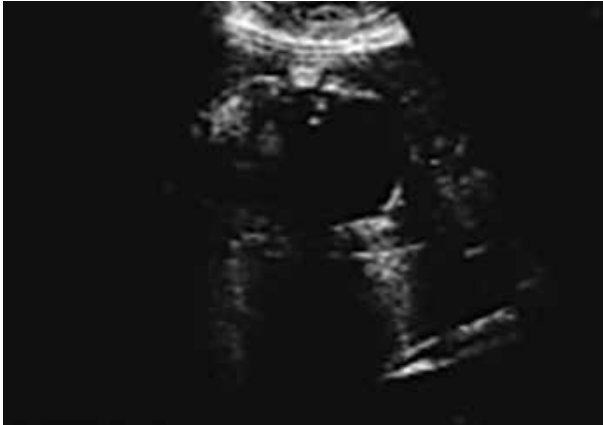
USG evidenciando derrame pleural
